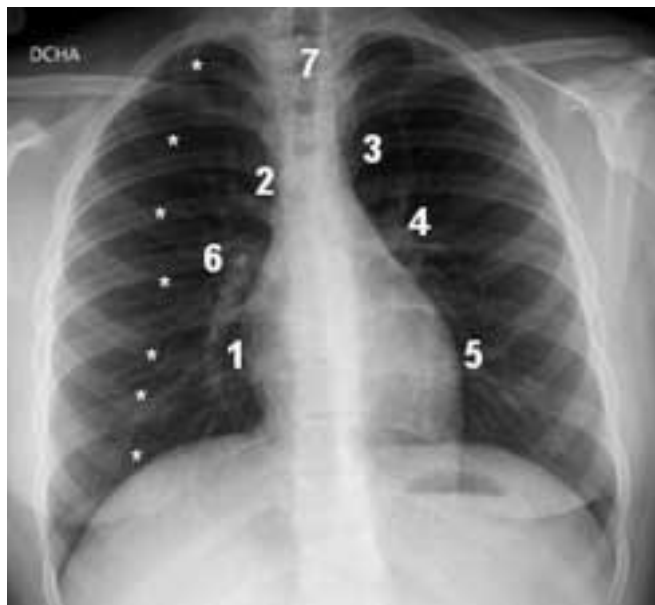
Radiografía normal anteroposterior.
